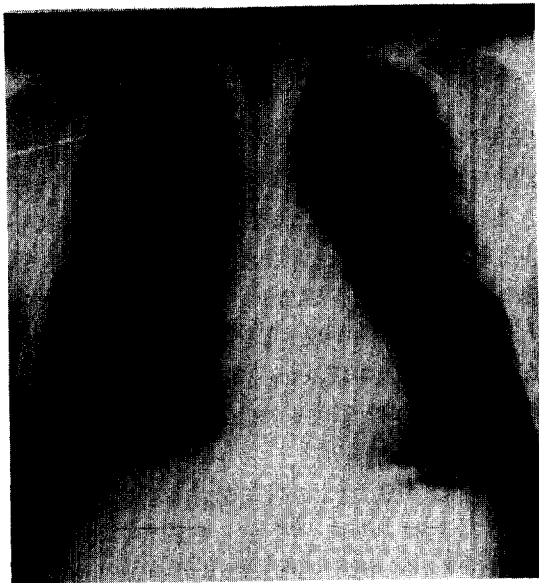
Chest X-ray shows variable sized multiple nodules in the both lung fields.
